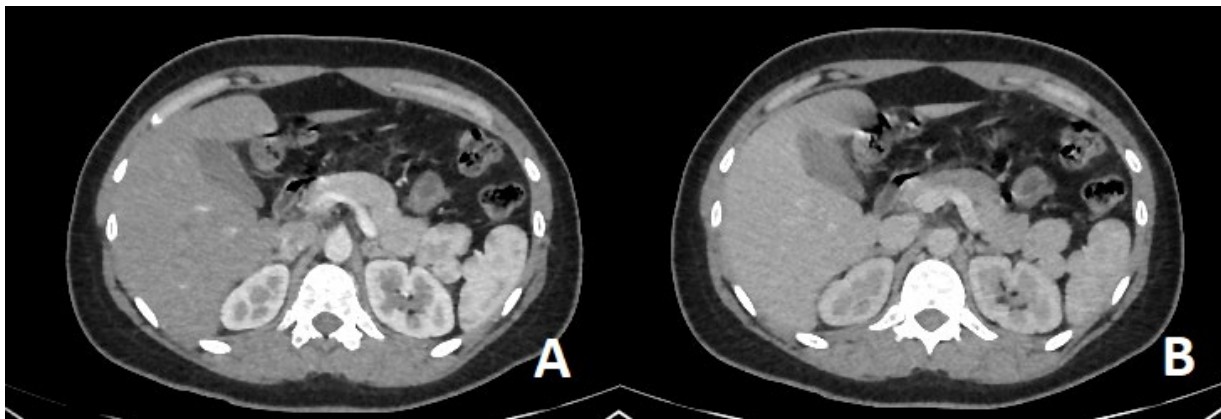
TDM abdominale en coupe axiale avec injection de PCI au temps artériel (A) et portal (B) montrant des formations arrondies juxta spléniques bien limitées encapsulées de même cinétique de rehaussement que la rate en rapport avec des rates accessoires.
